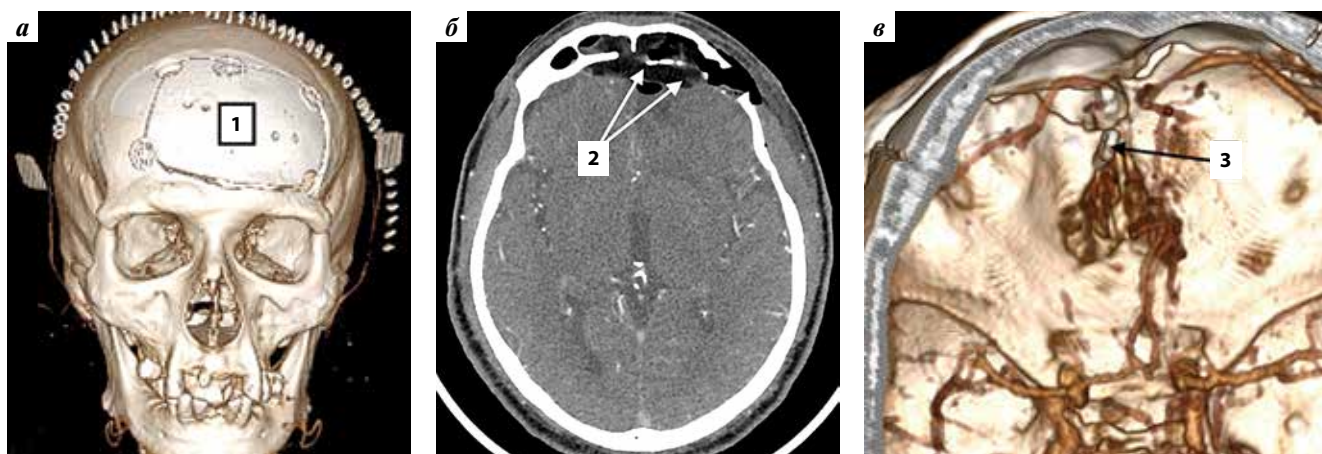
Компьютерная томография (КТ) головного мозга и КТ-ангиография интракардиальных артерий головного мозга пациента К., 64 лет. Послеоперационный контроль: а — 3D-реконструкция; б — мультипланарная реконструкция (MPR-режим); в — реконструкция оттененных поверхностей (SSD-режим). 1 — область трепанации; 2 — область операции; 3 — клипса
